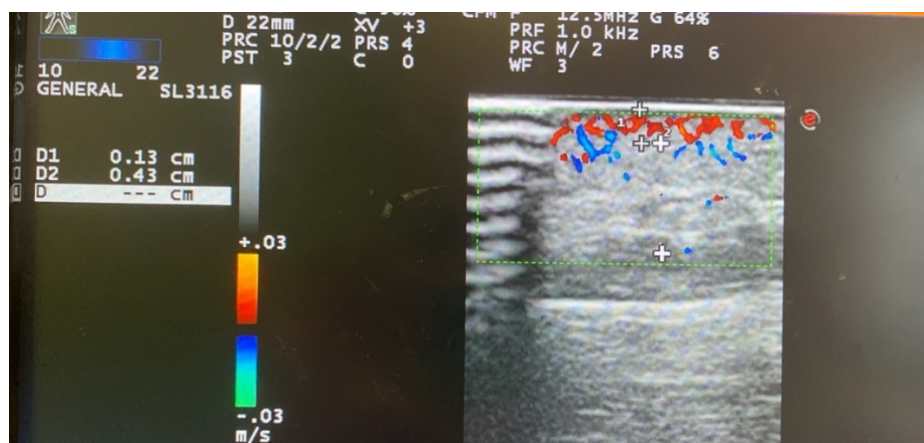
УЗИ заушной области после полного введения лекарственного препарата
